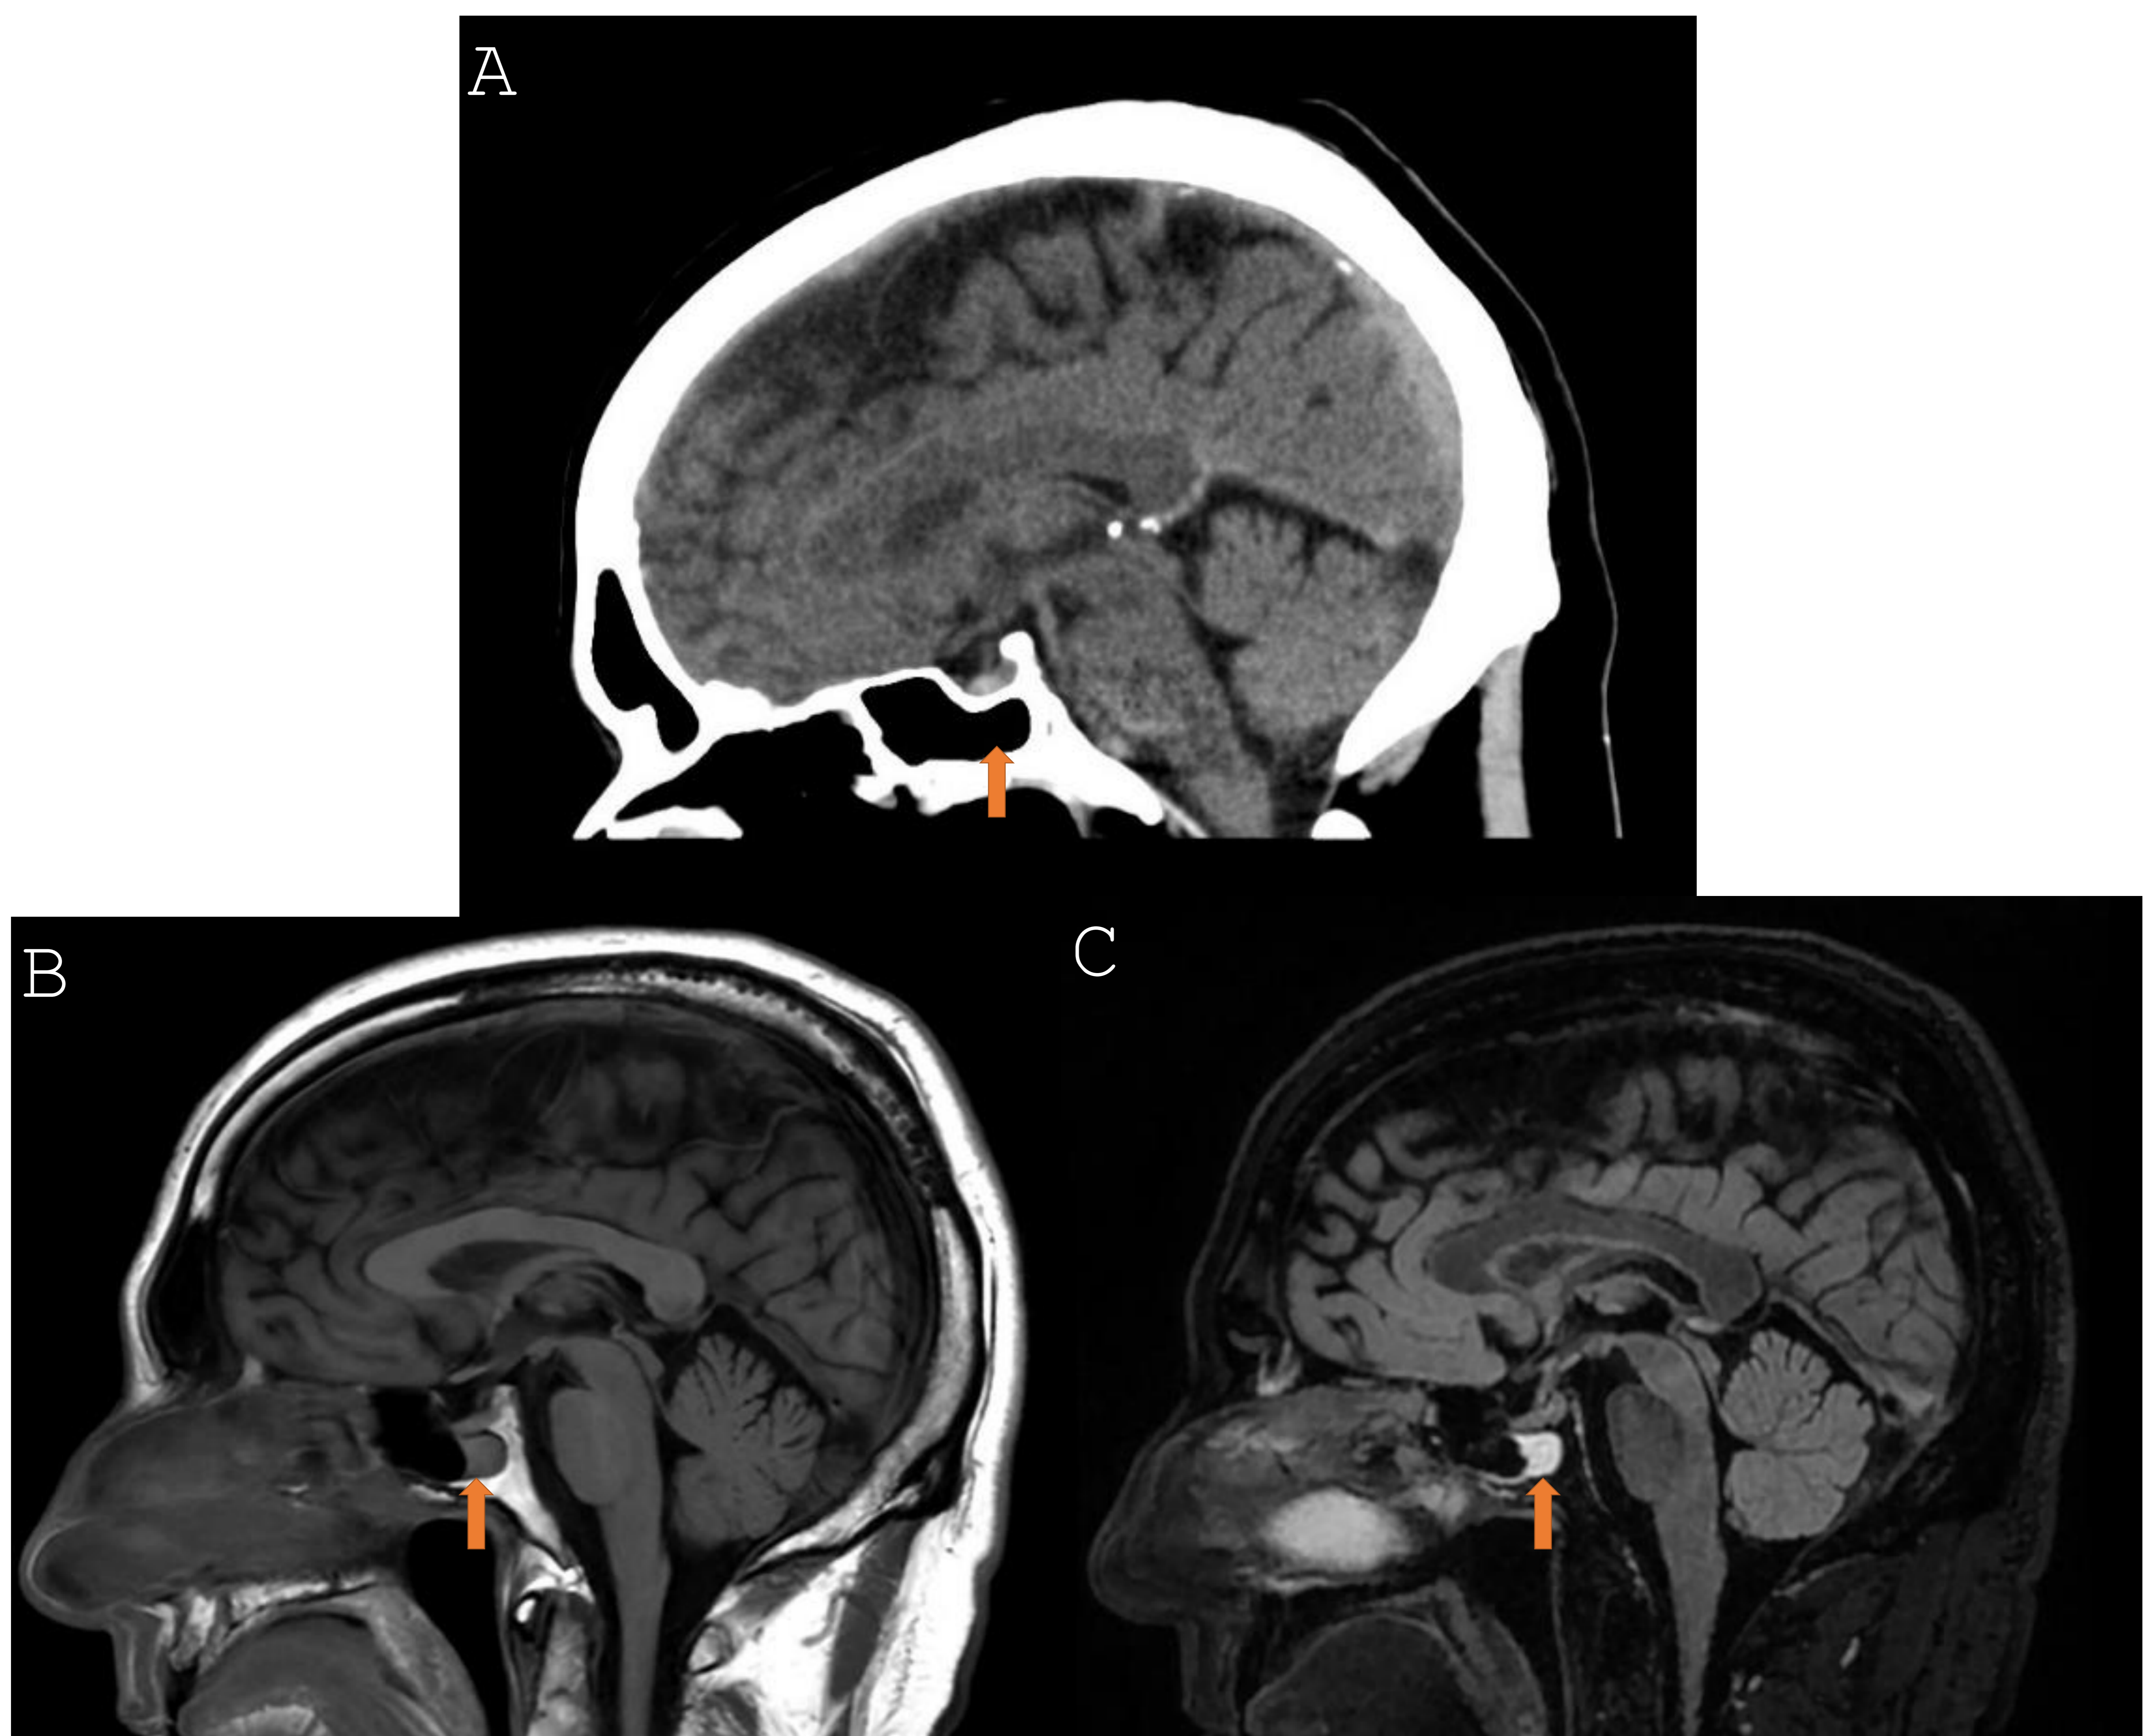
Neumatización selar incompleta, con ocupación por material mucoso en sagital de TC (A), RM secuencia T1 (B) y RM secuencia T2 (C).
